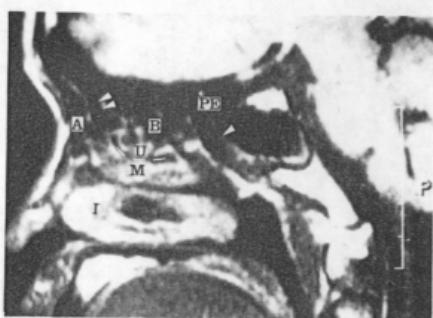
Parasagittal T1 weighted postcontrast MR image(5mm slice thickness) shows inferior concha(I), middle concha(M), uncinate process(U), nasofrontal duct (double arrow head), agger nasi cell(A), ethmoid bulla(B), posterior ethmoid air cell(PE), middle meatus(dashed line) and sphenoethmoidal recess(single arrow head).
